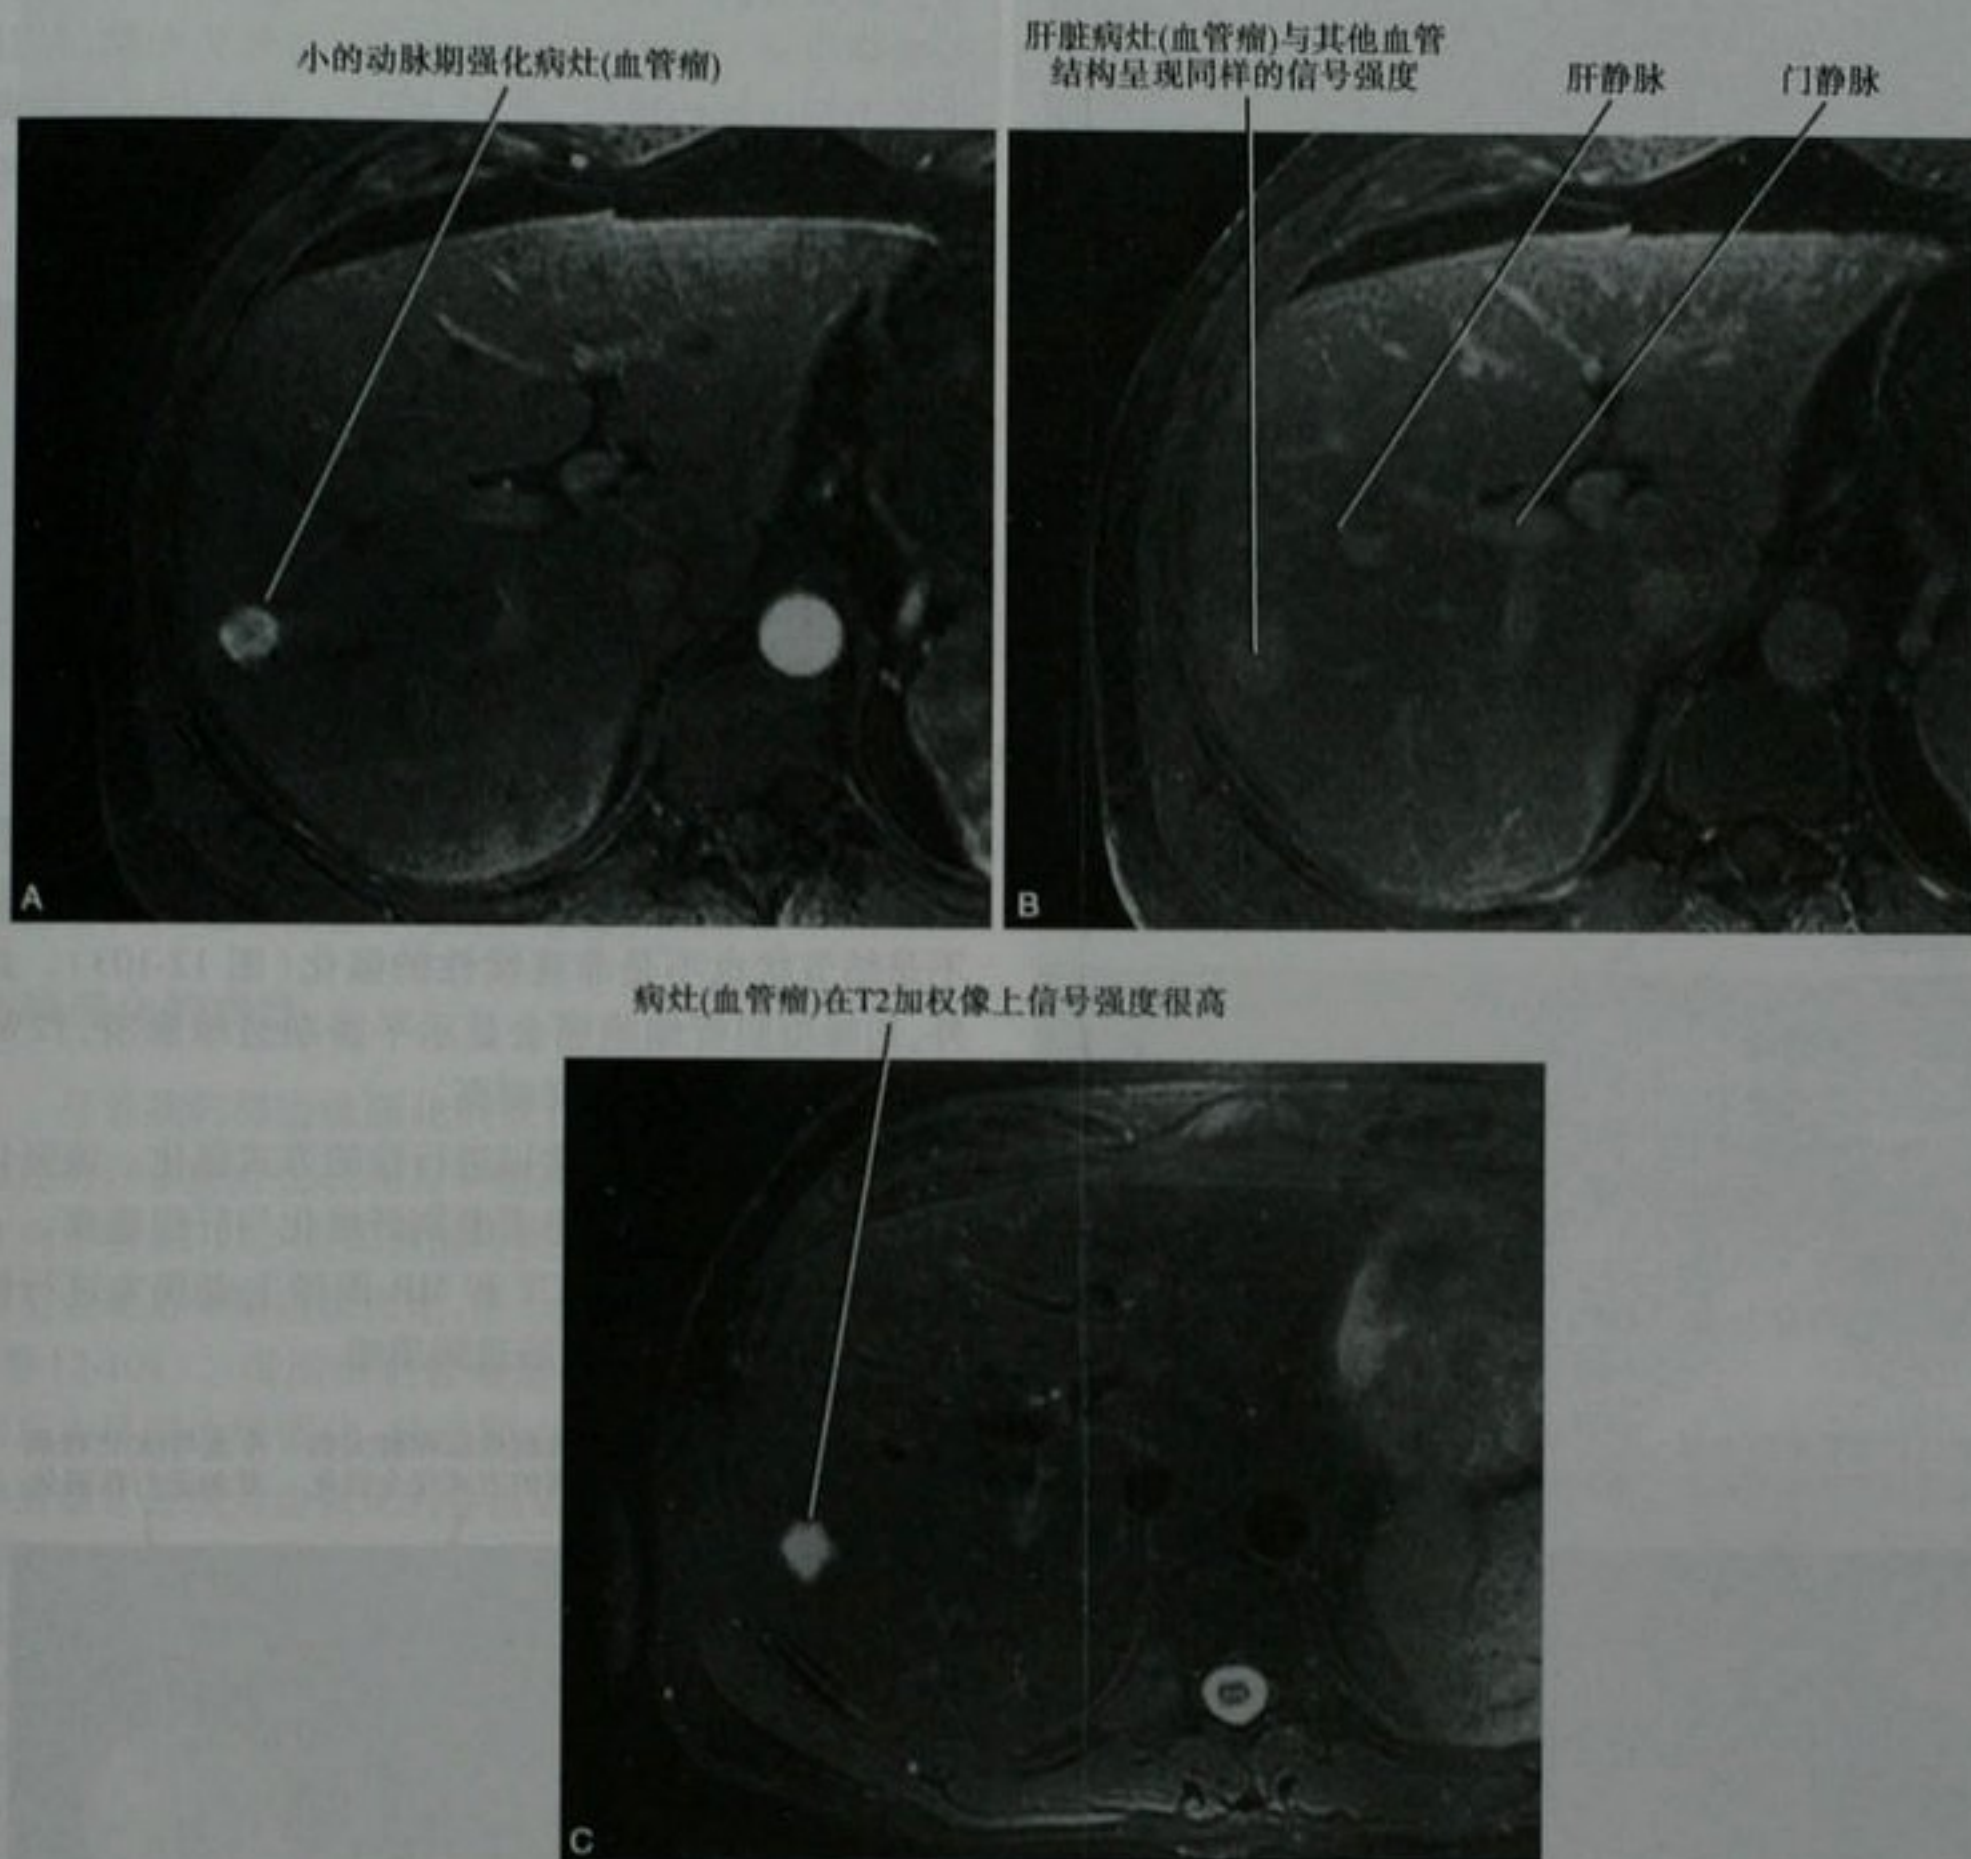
典型小血管瘤患者的肝脏 MRI 轴位动脉期(A)和门脉期(B)钆剂增强 MRI 图像和 T2 加权图像(C)
